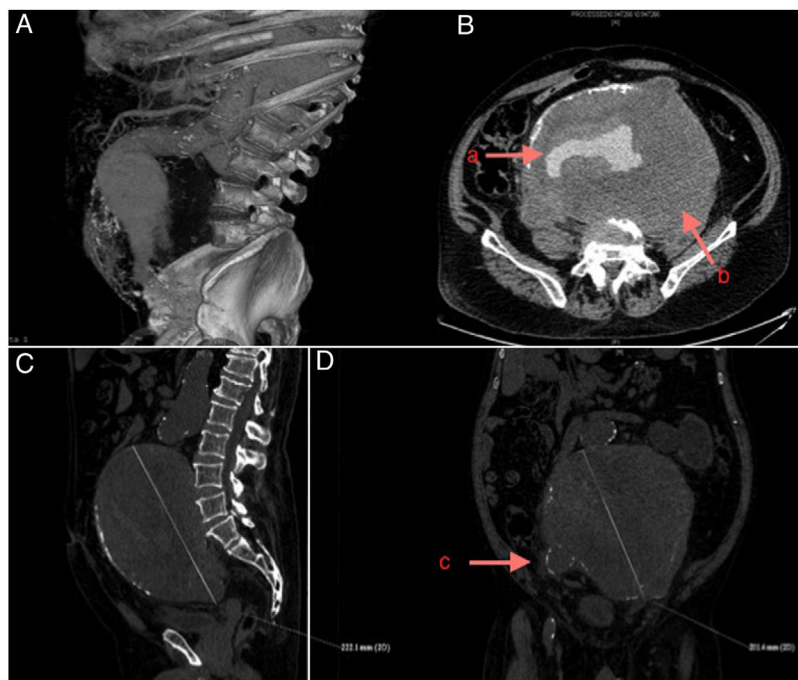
A. Reconstrucción 3D angio-TC abdomen; B. Corte transversal angio-TC con signos de rotura (a. Área de sangrado activo; b. Trombo mural); C. Corte sagital angio-TC en el que se objetiva el diámetro craneocaudal de la lesión; D. Corte coronal angio-TC (c. Arteria iliaca derecha aneurismática).
